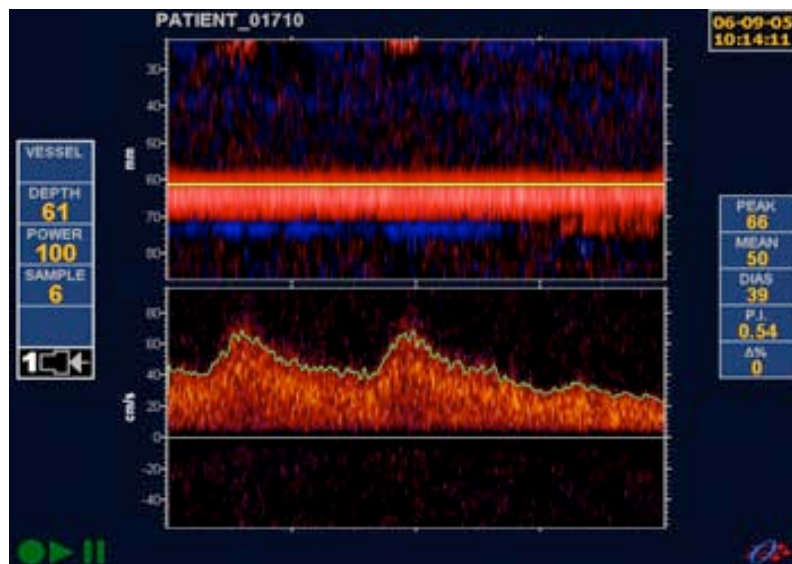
Doppler transcerebral que demuestra la inversión en la arteria cerebral anterior tras la oclusión de la arteria carótida común. El flujo en la arteria cerebral media no se invierte.
